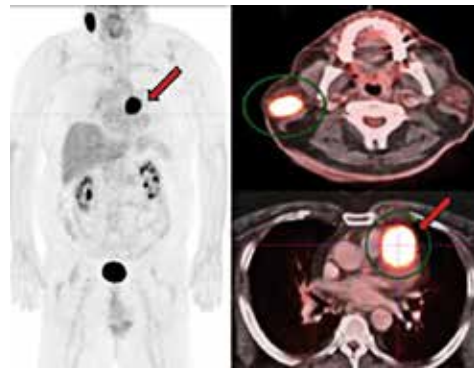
Increased FDG uptake in the parotid gland (upper panel) and around the left ventricle (lower panel)
